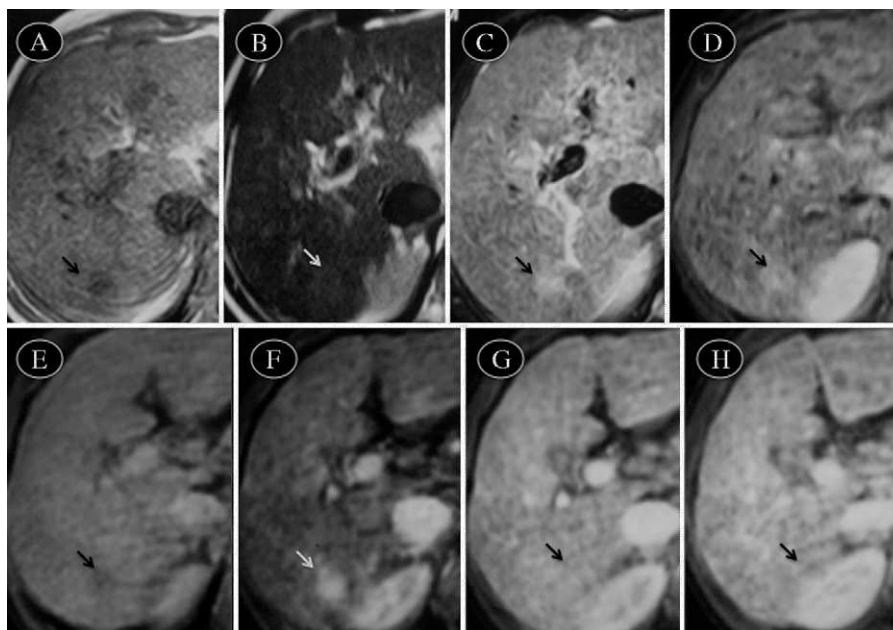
RM abdominal que muestra una lesión (flecha) hipointensa en T1 (A), discretamente hiperintensa en T2 (B), hiperintensa en Stir (C), hiperintensa en estudio tardío de gadolinio (D), hipointensa en T1 con saturación grasa (E), que capta contraste en fase arterial (F) e isointensa en fases portal (G) y de equilibrio (H).
